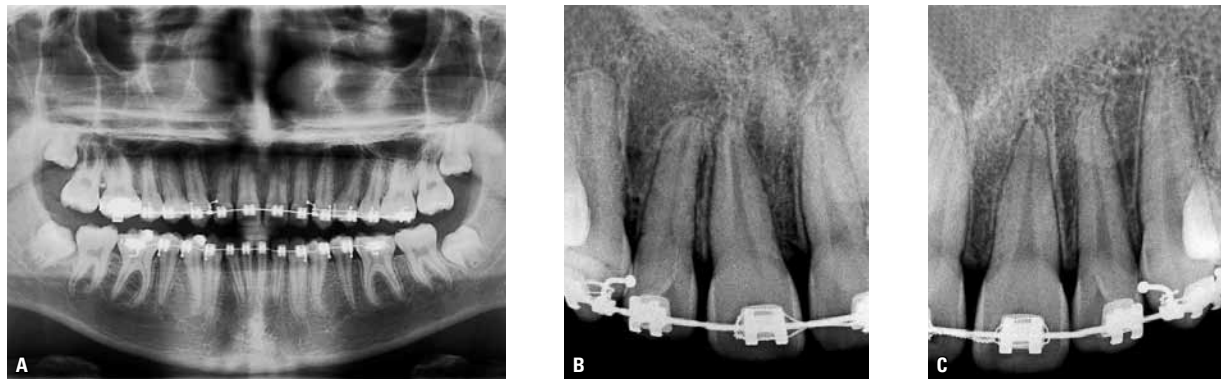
As radiografias, panorâmica e periapicais, obtidas para avaliação final constata a qualidade dos resultados obtidos. A visão da dentição na radiografia panorâmica mostra uma simetria de posicionamento dentário admirável, considerando-se as posições originais (A). A comparação dos dentes caninos e incisivos laterais mostra as sequelas da extensa movimentação a que os dentes 12 e 13 foram submetidos (B, C). A reabsorção apical do dente 12 foi maior que 1mm e menor que 2mm, enquanto a do dente 13 foi maior que 2mm e menor que 1/3 apical. Pode-se admitir que, como presumido, essa é uma perda que não impede que esse tratamento seja justificado e considerado bem-sucedido.
